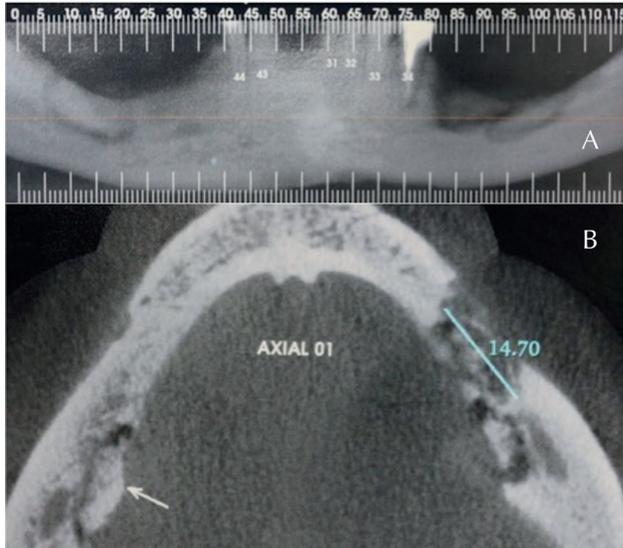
B: Tomografia computadorizada de mandíbula. A: TC de mandíbula em que se observam imagens sugestivas de sequestro ósseo bilateralmente; B: Corte axial revela imagem sugestiva de sequestro ósseo lingual do lado direito. Do lado esquerdo, é possível observar alteração óssea envolvendo o rebordo alveolar em toda a sua extensão vestibulo-lingual.
